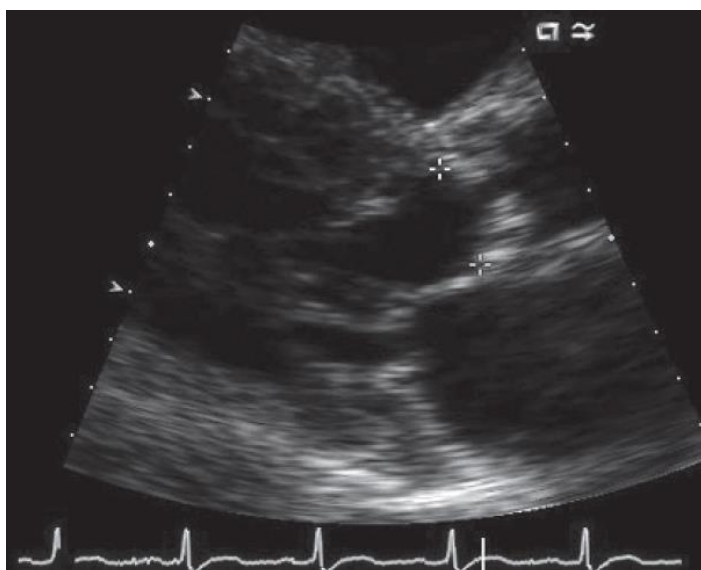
Calcificación de la válvula aórtica en una ecocardiografía en el eje longitudinal paraesternal. Las cruces indican los puntos de anclaje de la válvula al corazón. De: Karohl C. Nat Rev Nephrol 2011;7:567-577 (82)
